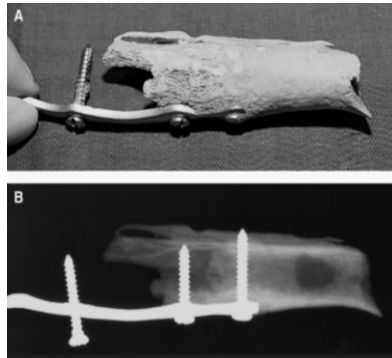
Implante ortopédico visível numa pequena porção de osso do úmero (A) e numa radiografia ante-mortem (B) da mesma região. Fonte: (adaptado de Simpson et al., 2007)
